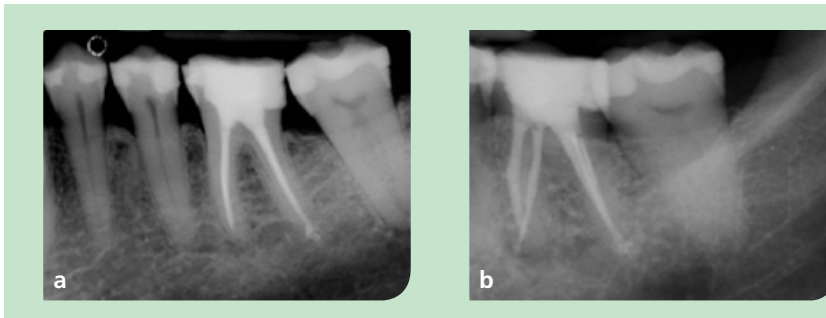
u. b: Die röntgenologische Kontrolle zeigt eine dichte Versiegelung von Zahn 36.
